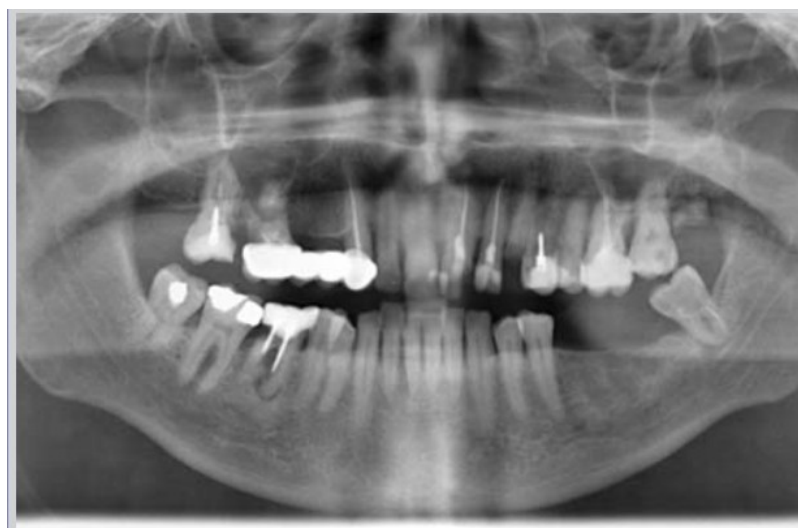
Рентгенограмма, характеризующая у больных воспалительный процесс в тканях пародонта
